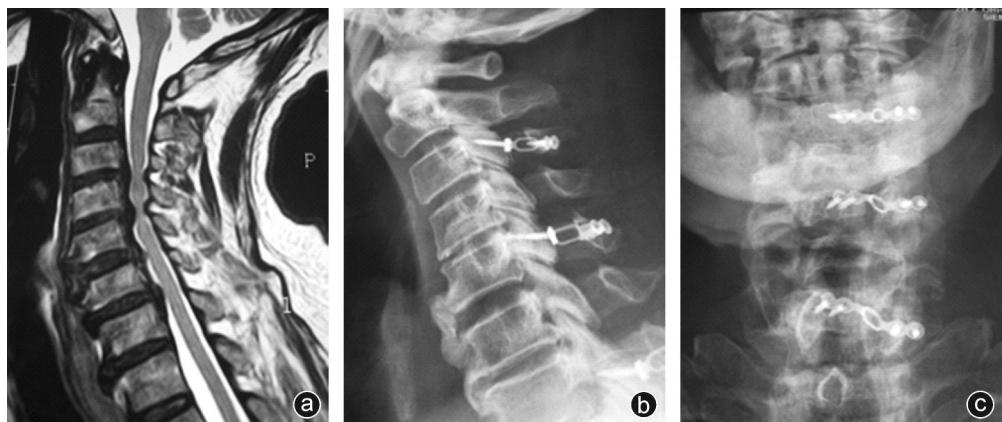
病人,女,63岁,长节段OPLL且K线(+),行单开门椎管扩大成形,“Z”型钛板固定良好 a:术前MRI示颈脊髓多节段压迫;b、c:术后内固定在位
